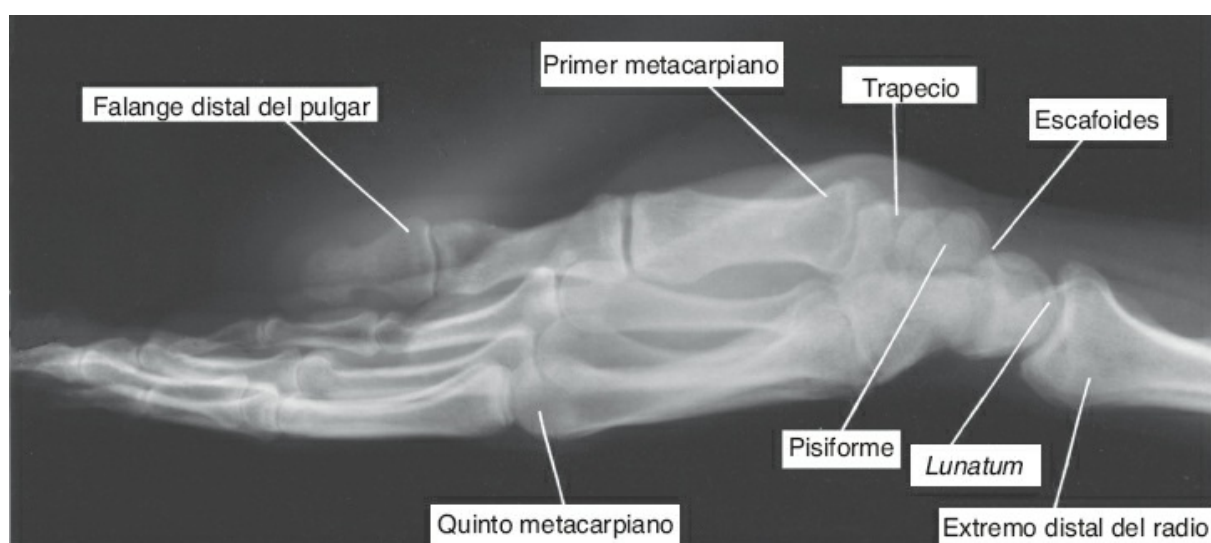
Radiografía lateral de la muñeca y la mano de una persona adulta.
